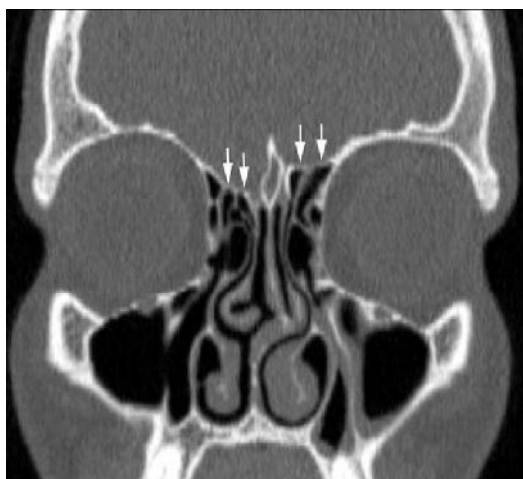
Asymétrie de hauteur du toit de l'éthmoïde, TDM coronale fenêtrée osseuse. La jonction médiale entre la lame criblée et le toit de l'éthmoïde est une zone à risque de brèche de l'étage antérieur. L'asymétrie de hauteur du toit de l'éthmoïde entre la droite et la gauche est une source de complication, car elle modifie les repères du chirurgien lorsqu'il change de côté.
